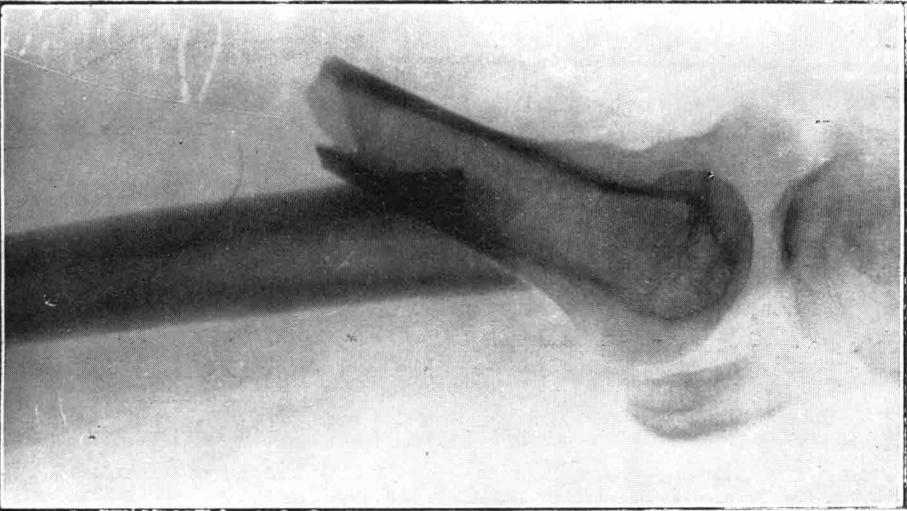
Radiografía No. 10.317
